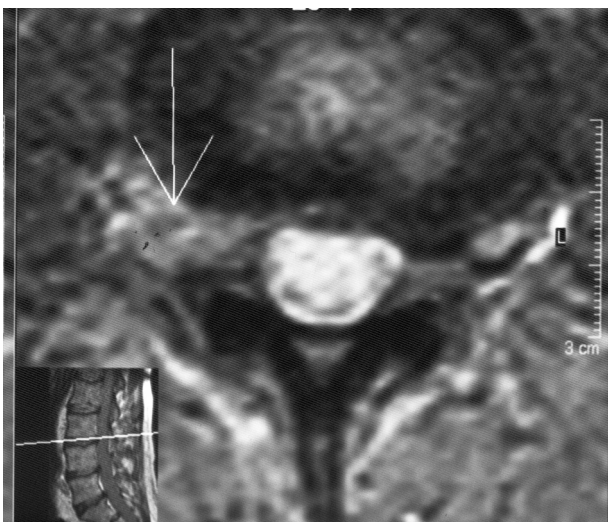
МРТ того же больного в аксиальной проекции. Фораминальная — экстрафораминальная латеральная грыжа L₃—L₄
